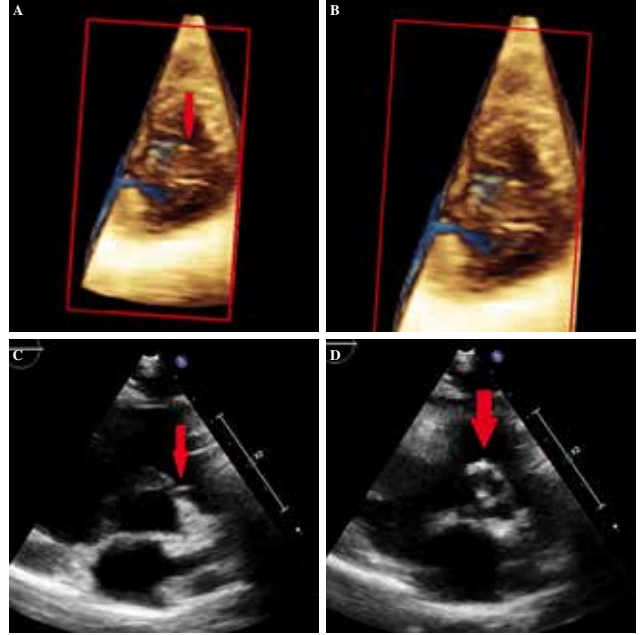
(A) 3D and 2D Echocardiographic view of ostial stenosis in right coronary artery and aortic valve sclerosis. (B) 3D and 2D Echocardiographic view of ostial stenosis in right coronary artery and aortic valve sclerosis. (C) 3D and 2D Echocardiographic view of ostial stenosis in right coronary artery and aortic valve sclerosis. (D) 3D and 2D Echocardiographic view of ostial stenosis in right coronary artery and aortic valve sclerosis.
